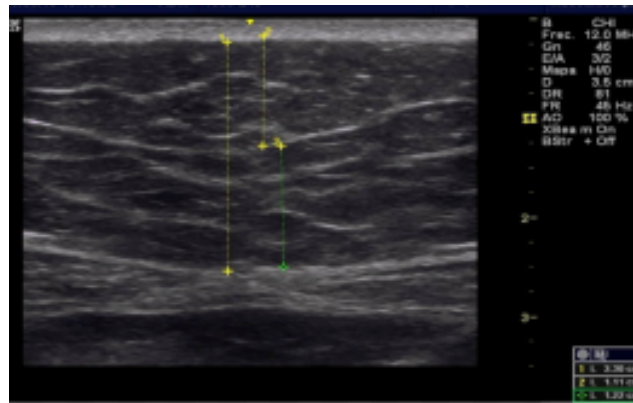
representación por ultrasonido en modo B de grasa subcutánea y preperitoneal en abdomen. Imagen obtenida de EVAL APPS, 2018 (25).*
